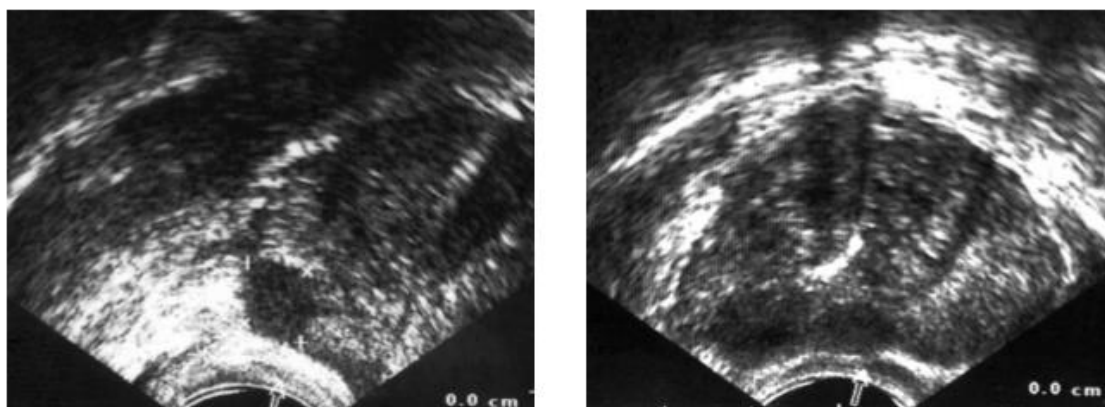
Imagen ecografía transrectal. Nódulos hipoeoicos en la zona periférica de la próstata
